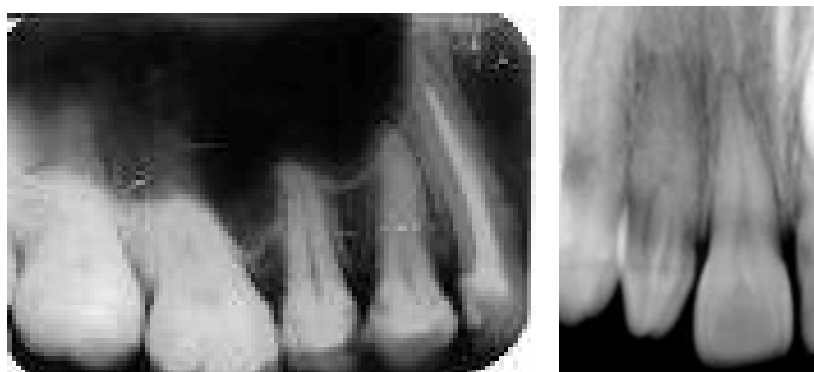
Radiografías intraorales periapicales
